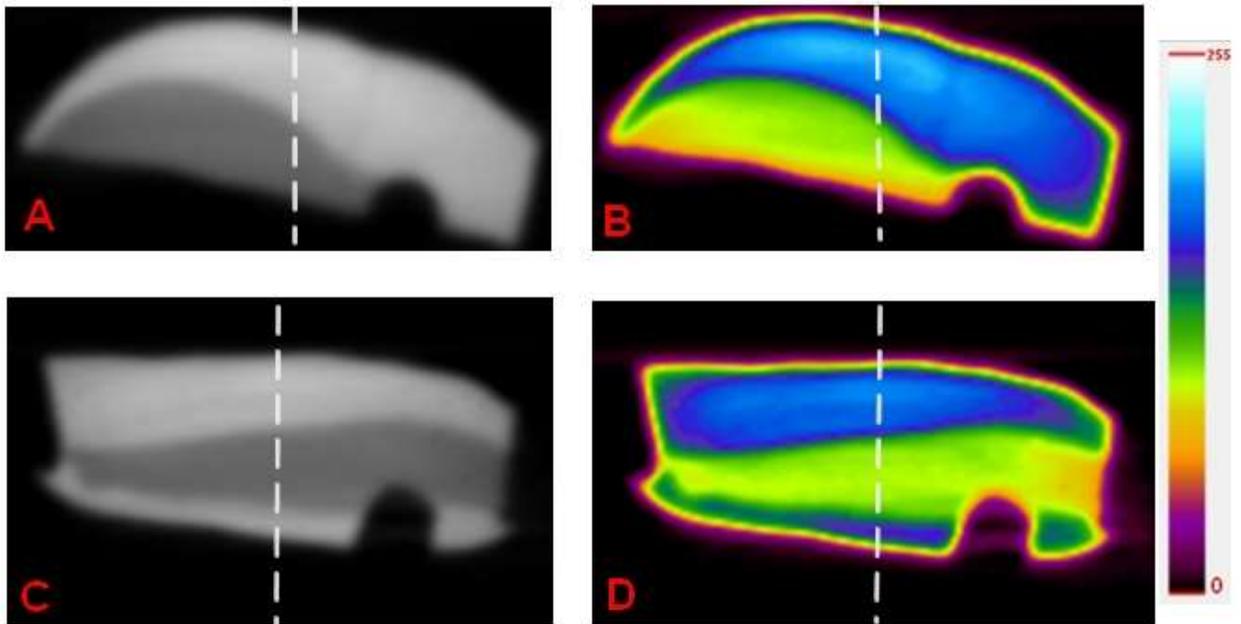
(A-B) (C-D) Imágenes de micro-TC de dos muestras palatinas después de 14 días de ser sometidas a sacarosa y probiótico tópico. Las áreas separadas con la línea blanca representan la superficie expuesta (izquierda) y la superficie no expuesta como control (derecha). (B) (D) imágenes de micro-TC codificadas en color representando las muestras anteriores. Se observa en la superficie externa izquierda de las muestras una zona más oscura (en la imagen a color se representa como una zona violeta) que sugiere un área de desmineralización.
